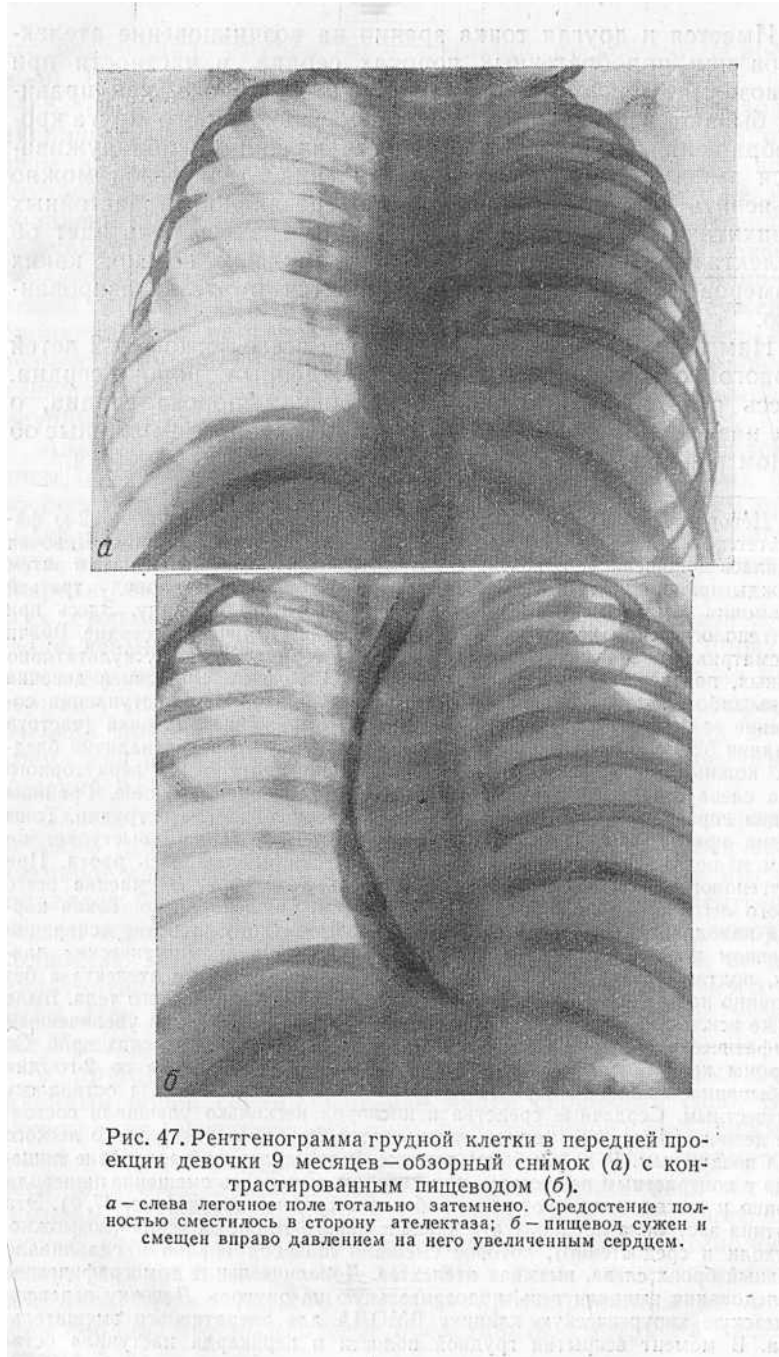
Рентгенограмма грудной клетки в передней проекции девочки 9 месяцев—обзорный снимок (а) с контрастированным пищеводом (б).
